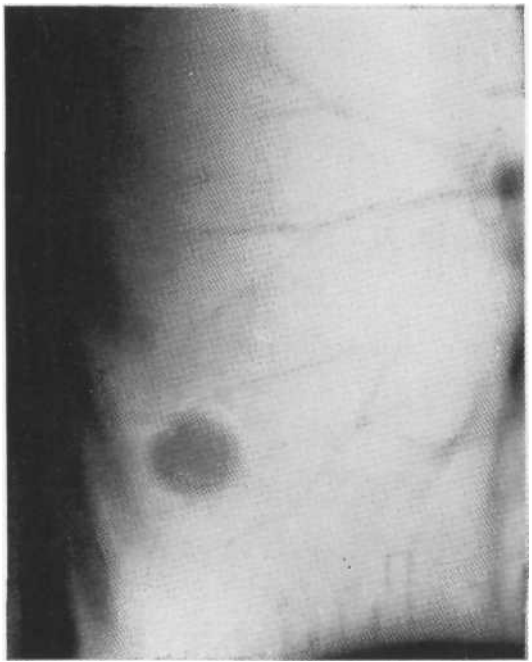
Томограмма в прямой проекции. Туберкулома в стационарном состоянии. Операция.
